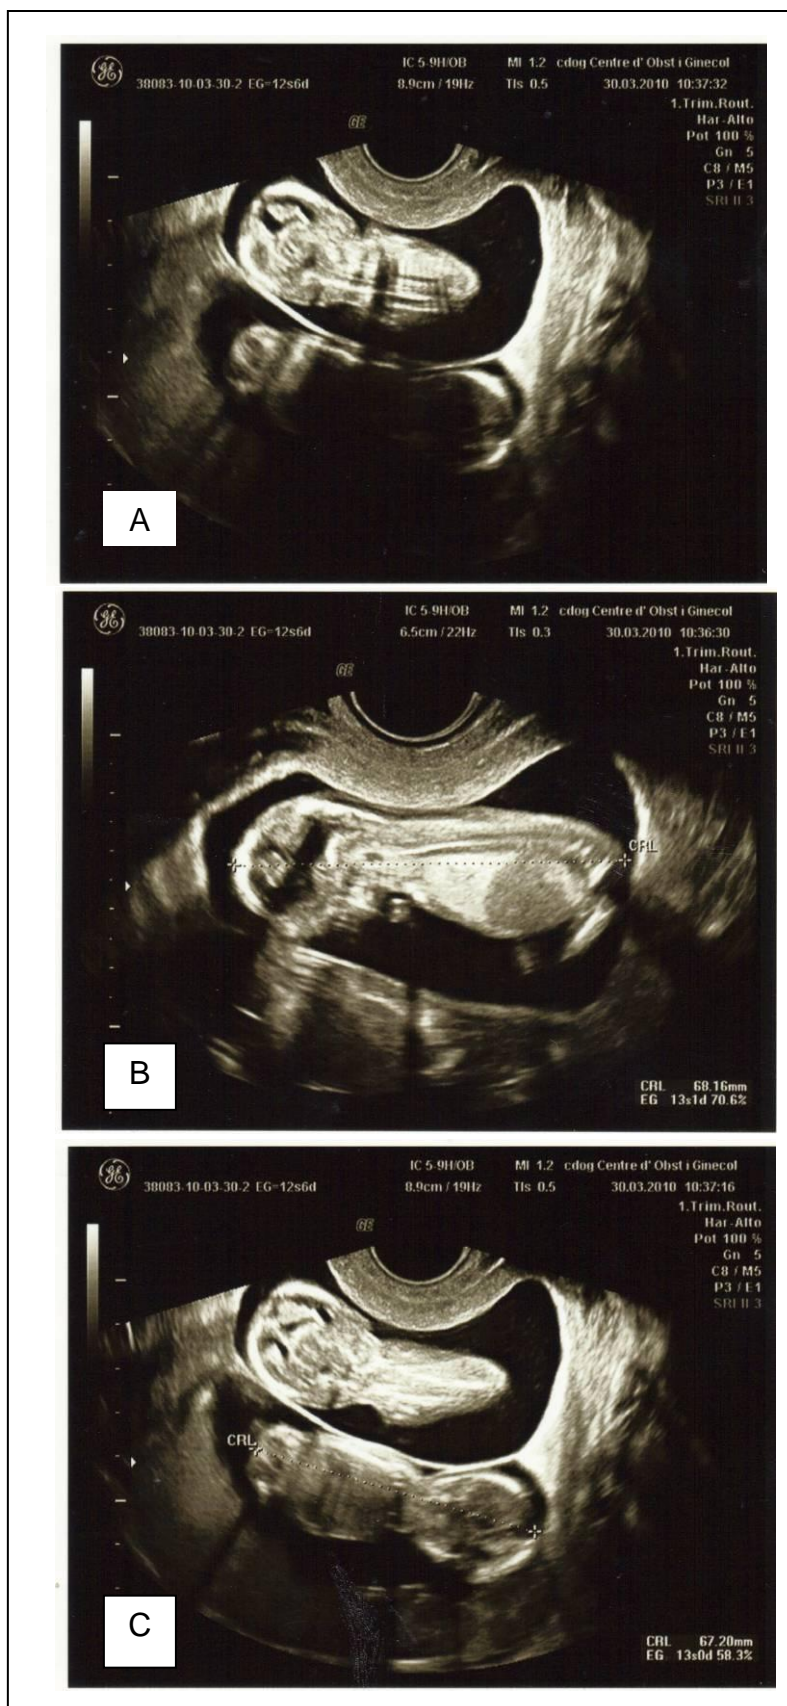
Ecografies fetes a la visita del dia 30 de març (1er trimestre de l'embaràs). A les imatges A i B podem observar perfectament els dos fetus, un sobre l'altre, envoltats pel sac amniòtic i el còrion.
